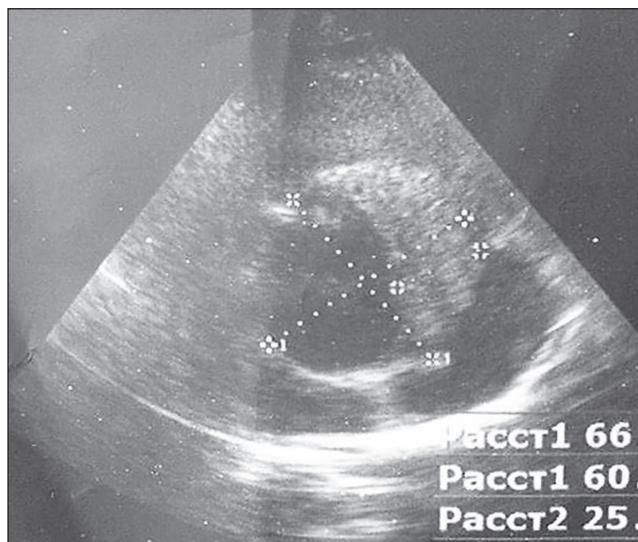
Эхокардиография с поперечным сканированием по короткой оси с получением изображения аорты и затромбированной части (обозначена стрелками)
